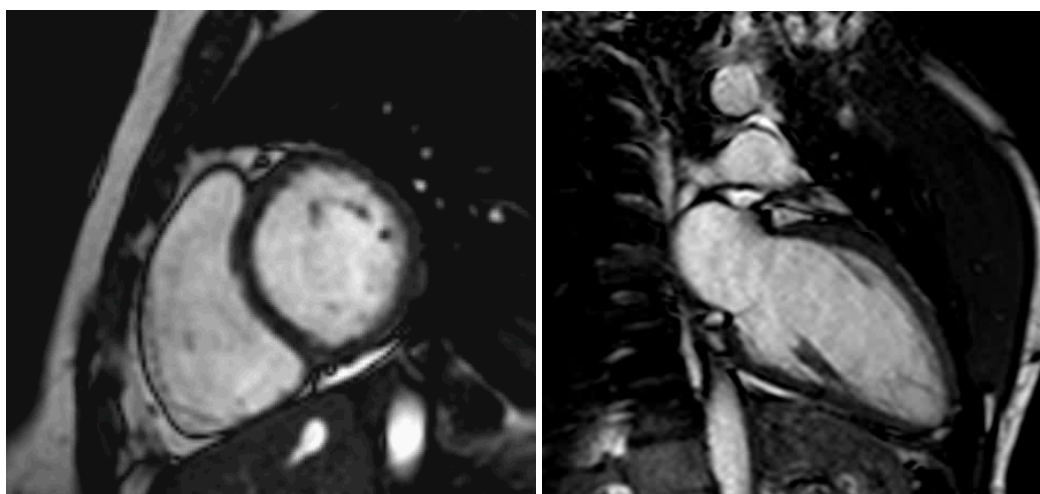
a y b. Secuencia eco de gradiente precesión libre en estado estacionario , balanceada, potenciada en T2 modo cine-RM en plano eje corto (a) y 2 cámaras (b)
